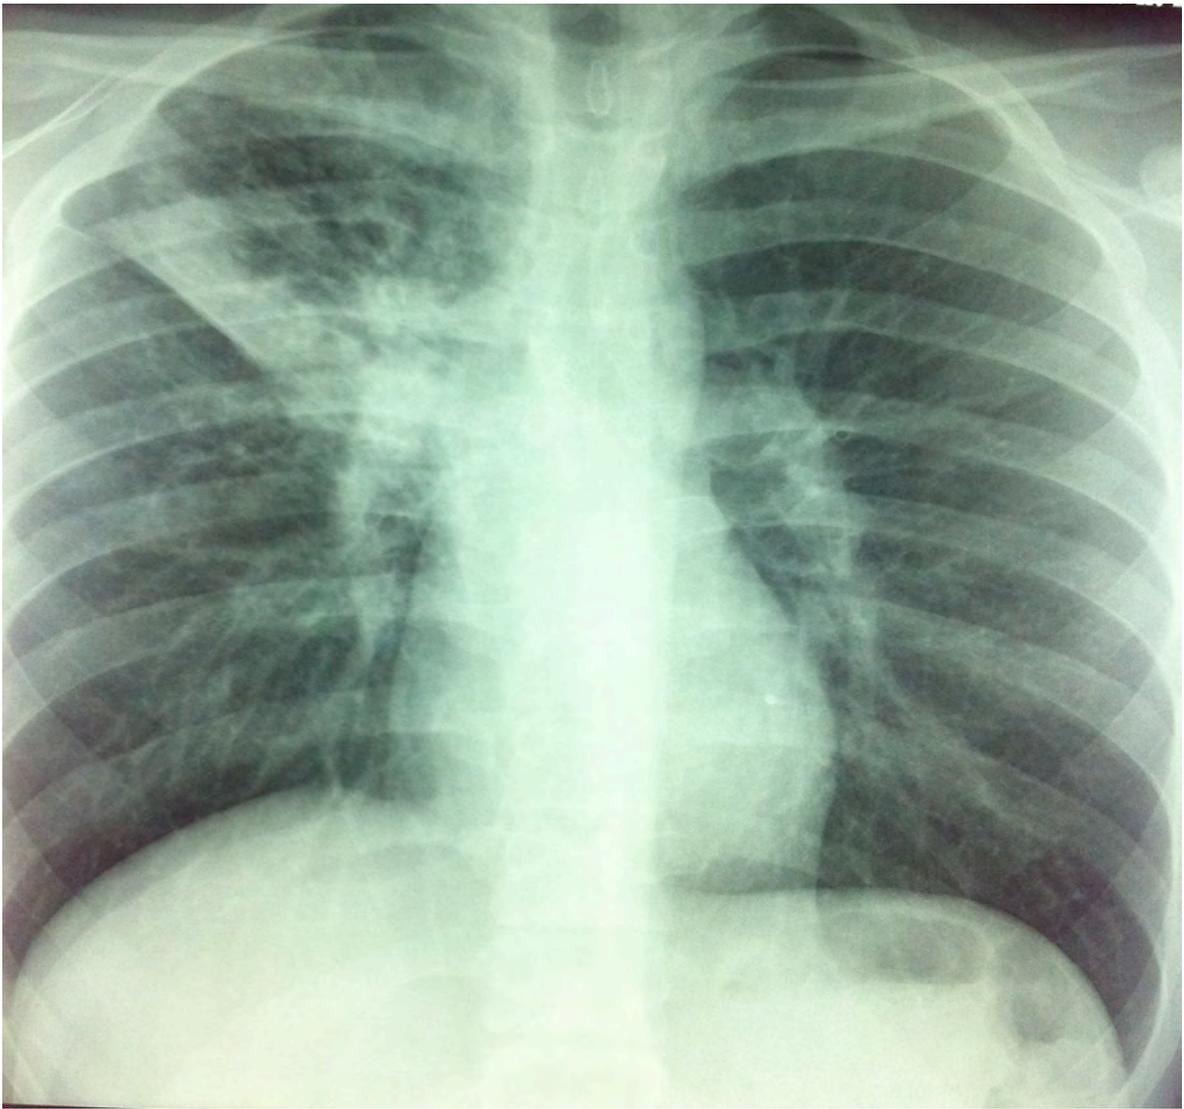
Radiographie de thorax du 29/10/2012, Cas 1.
